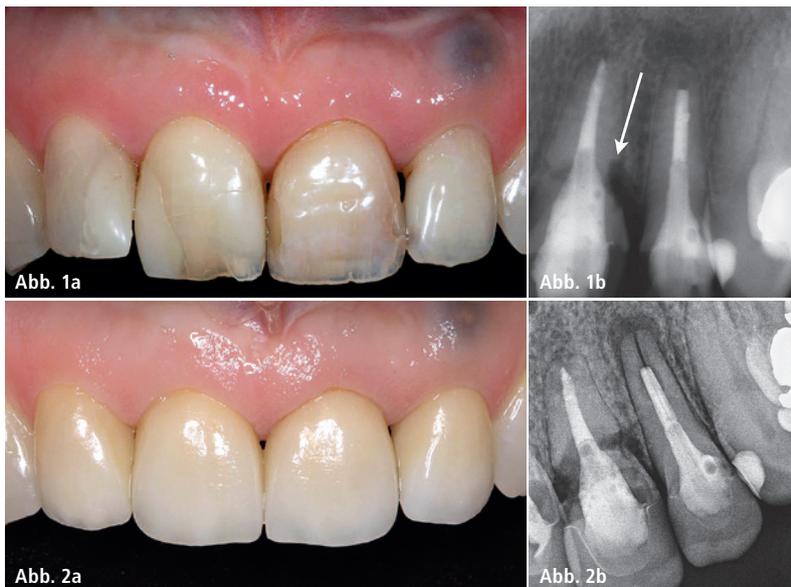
Zähne 11, 21 und 22 sind wurzelkanalbehandelt. – Abb. 1b: Röntgenologisch ist ein pathologischer Prozess an Zahn 21 erkennbar, Verdacht auf externe Resorption (Pfeil). – Abb. 2a und b: Teilkronen 12–22 seit acht Jahren in situ. Erhaltungswürdigkeit von 11 fraglich, 21 weist eine Querfraktur durch fortgeschrittene externe Resorptionsvorgänge auf, Erhaltungswürdigkeit ist ebenso wie bei 22 mit einer Längsfraktur nicht gegeben.
